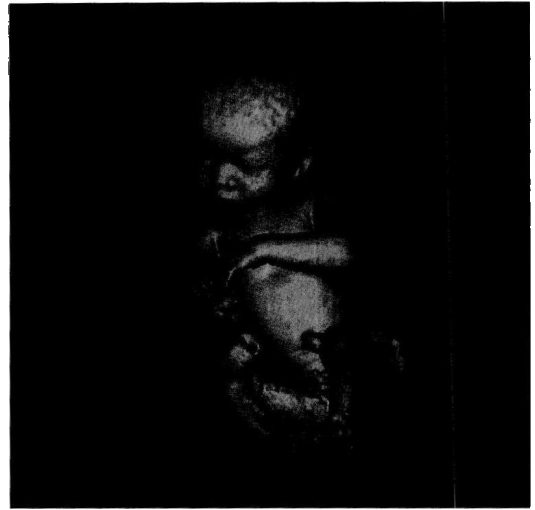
3D-MRI 显示胎儿整体轮廓
